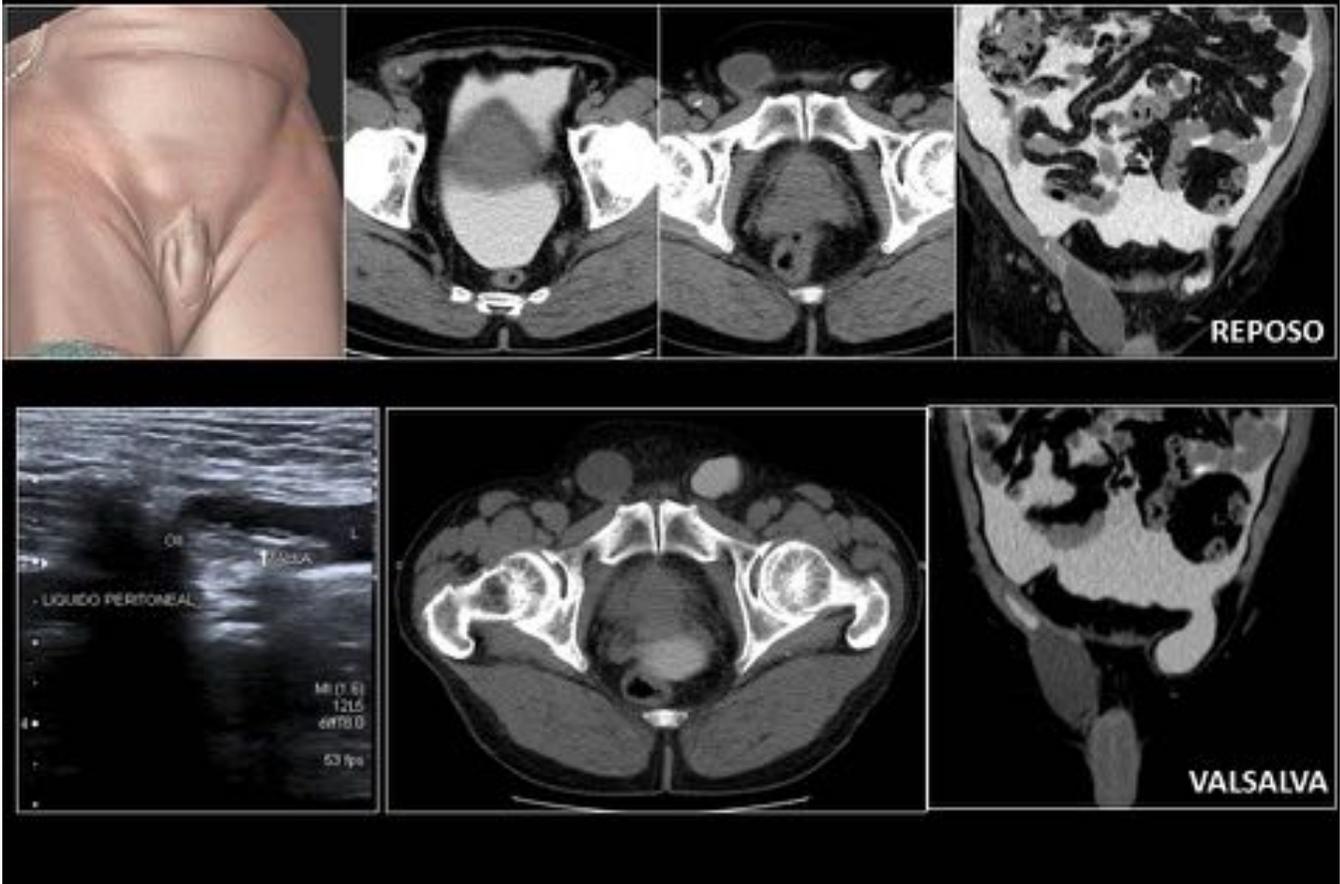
Mismo paciente que la figura 19. Tras varios meses en DP el paciente consultó por bulto inguinal derecho con sospecha de reherniación. Se realizó ecografía que no demostró hernia aunque sí líquido en conducto inguinal. La TC peritoneografía demostró la ausencia de paso de contraste, tanto en reposo como en Valsalva. Se trataba de un seroma postquirúrgico, reparándose además la hernia izquierda que había aumentado de tamaño especialmente evidente tras Valsalva.
